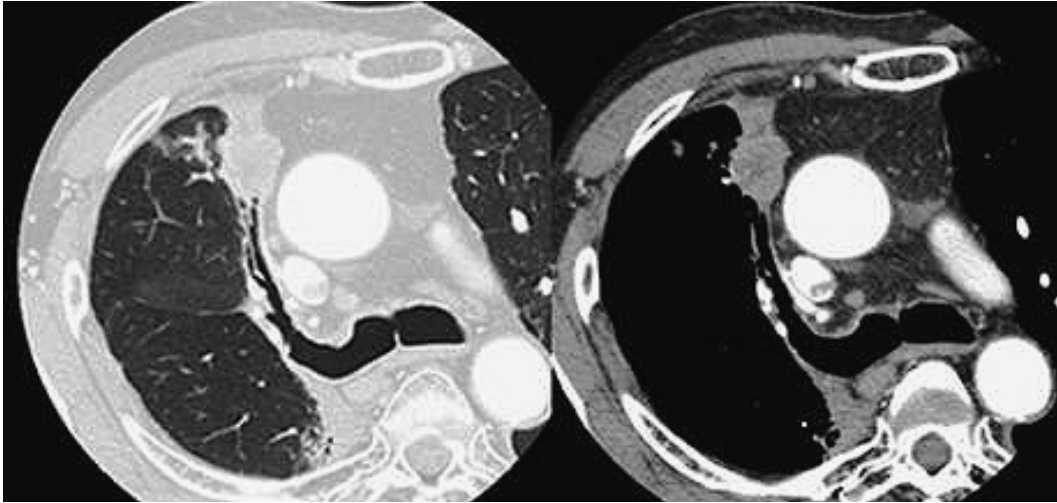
The CT examination disclosed a lung tumor in right S³b.
